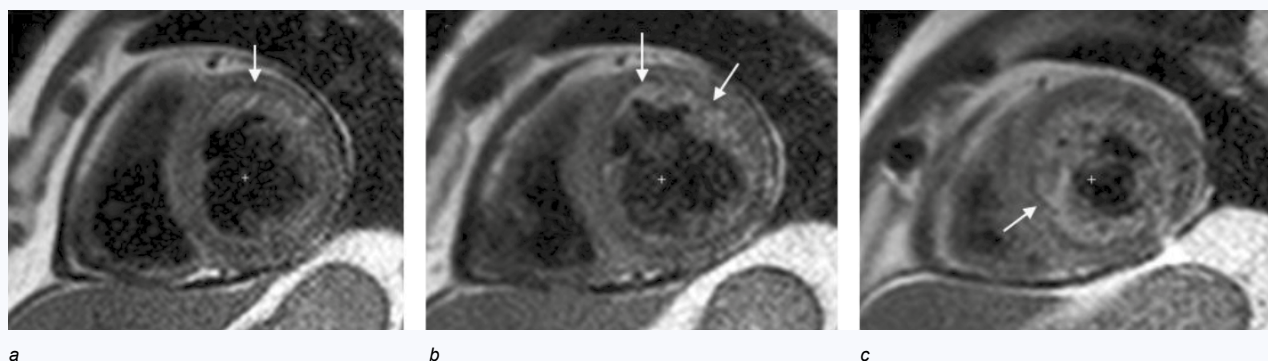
MRI of intramyocardial hemorrhage
